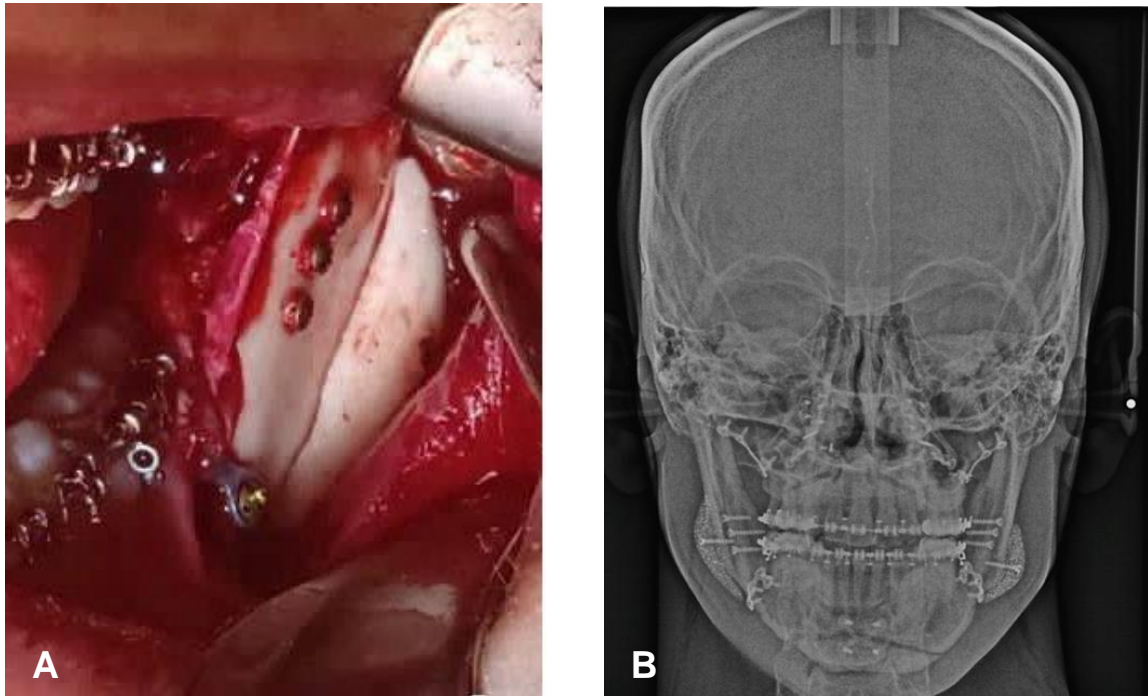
A) Prótese inserida no momento da cirurgia ortognática; B) Radiografia cefalométrica frontal pós cirúrgica evidenciando adaptação adequada do enxerto de resina. Fonte: Acervo pessoal (Prof. Dr. Mickelson Costa)
